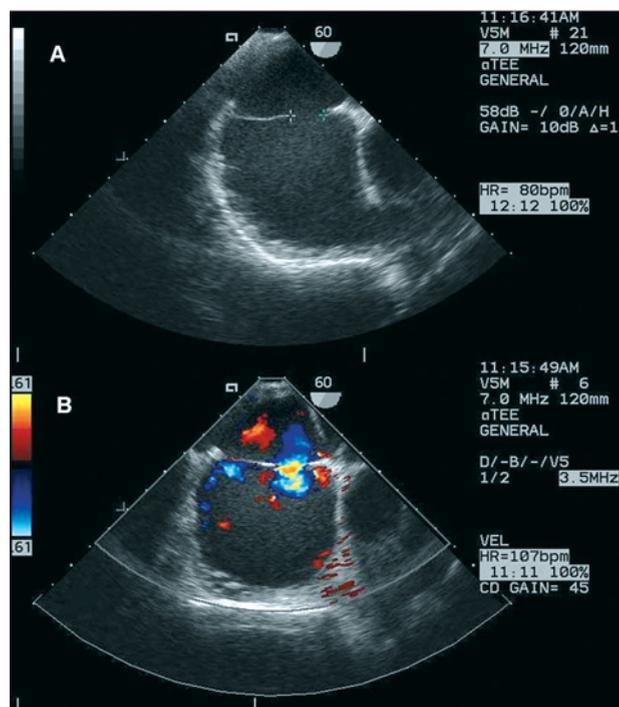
A: membrana que tabica la aurícula derecha en imagen de ecocardiografía tridimensional tomada desde el plano subcostal. B: paso de contraste desde la cámara posterior a la anterior.
